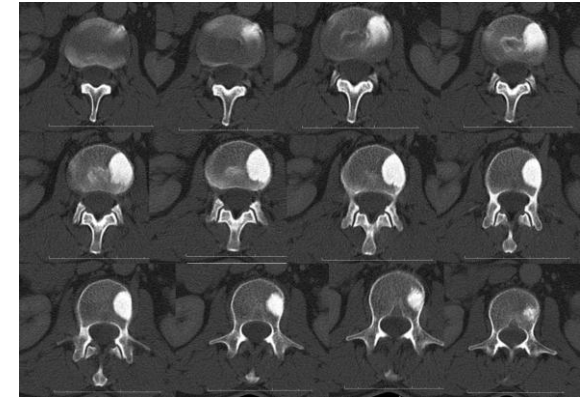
Aksiyel BT kesitinde vertebra cisminde 25x16x18 mm’lik kanselöz kemik içerisinde kortikal kemik adası
